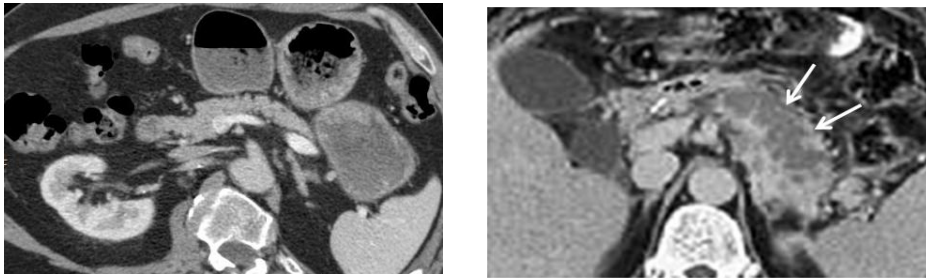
a) Páncreas normal tras la administración de contraste intravenoso. b) Ausencia de realce en la TC con CIV en un páncreas con necrosis (flechas) que afecta a la cola del páncreas
